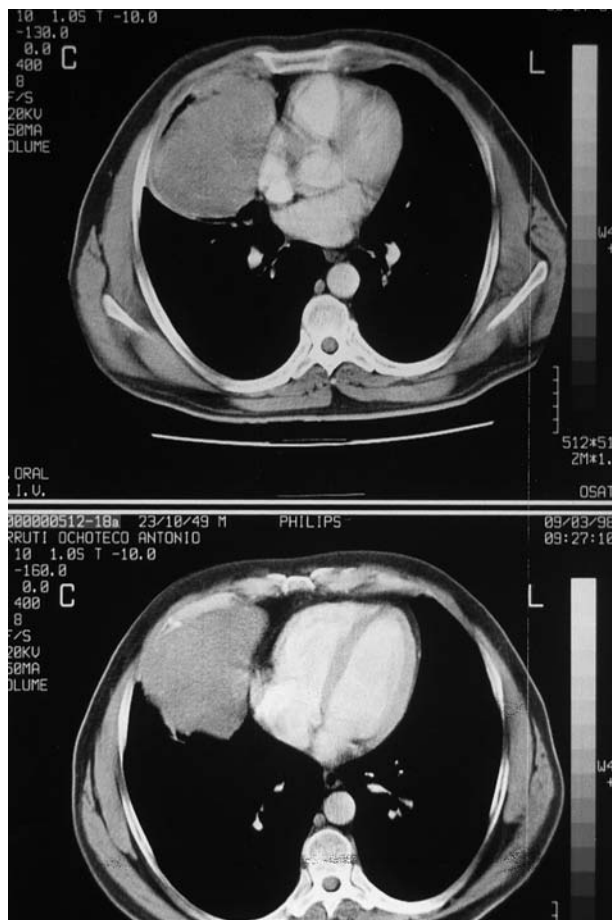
Tomografía axial computarizada del caso de la figura 2. Hernia de Larrey. La intervención demostró que se trataba de contenido hepático en el lóbulo izquierdo.
